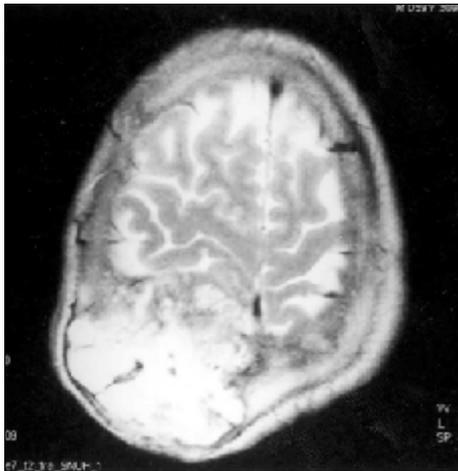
Brain MRI shows a 7.5 \times 7 cm sized, metastatic mass with high signal intensity in right parietal lobe.
